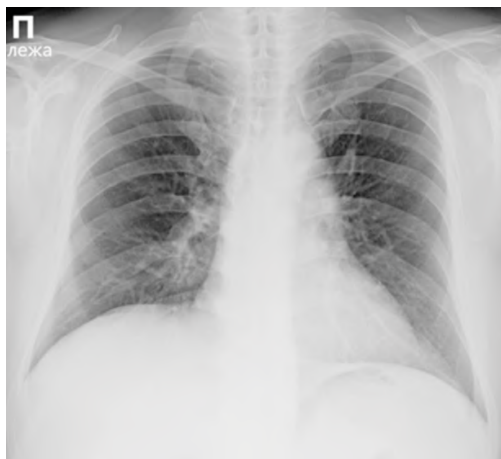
Рентгенограмма легких. Задняя прямая проекция (горизонтально) на каталке
